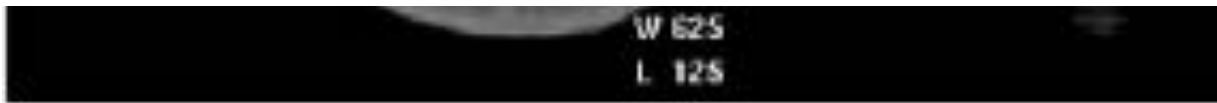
Liposarcoma gigante del muslo derecho. TC pre-quirúrgico, reconstrucción coronal, en la que se evidencia el considerable volumen del tumor original.
